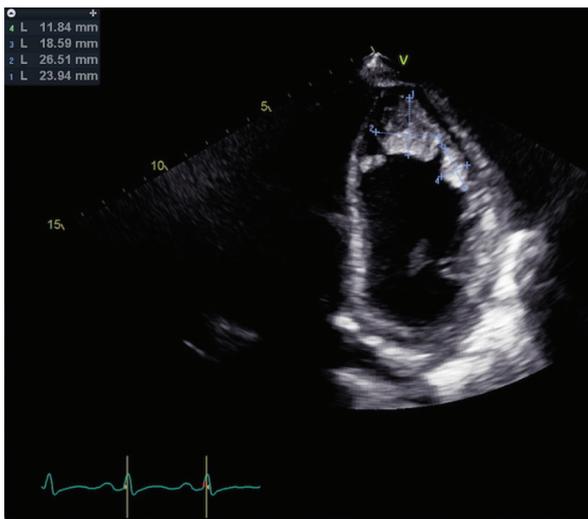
Ecocardiograma transtóraco, eje apical 4c con 2 trombos apicales.
